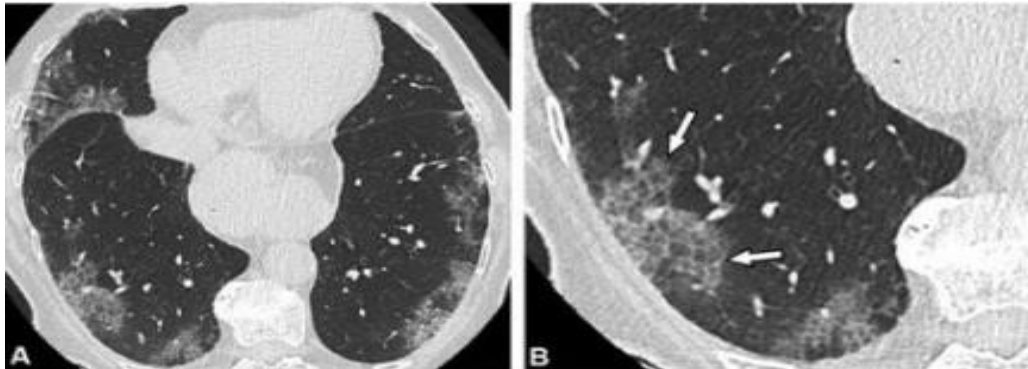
O exame de TC sem contraste foi realizado 6 dias após o início dos sintomas em uma criança de 6 anos com pneumonia por covid-19.
